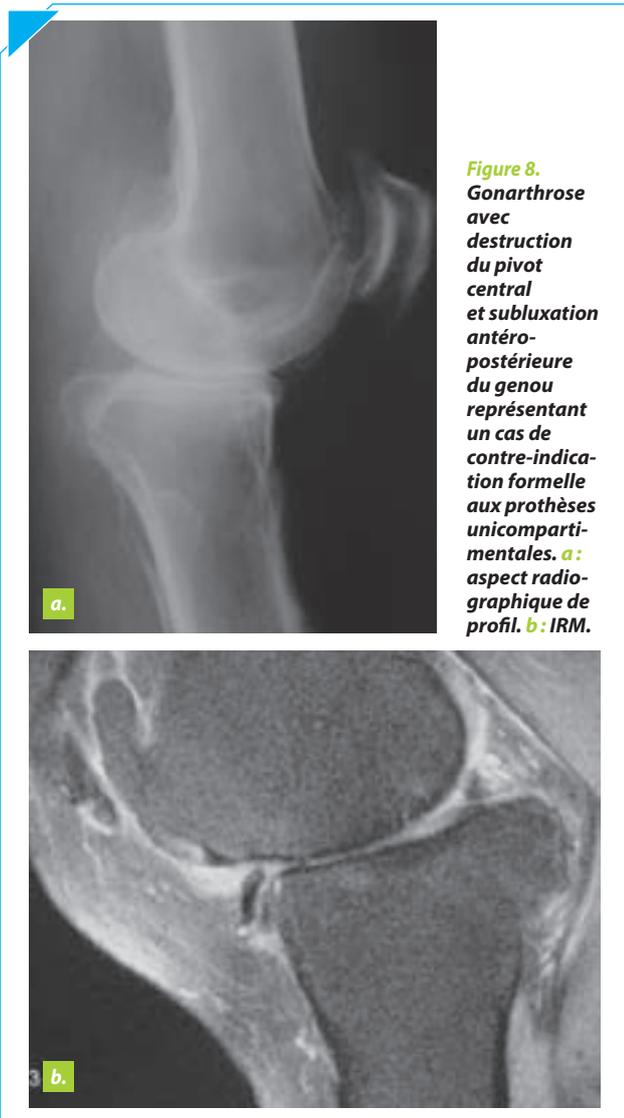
Gonarthrose avec destruction du pivot central et subluxation antéro-postérieure du genou représentant un cas de contre-indication formelle aux prothèses unicompartmentales. a: aspect radiographique de profil. b: IRM.
